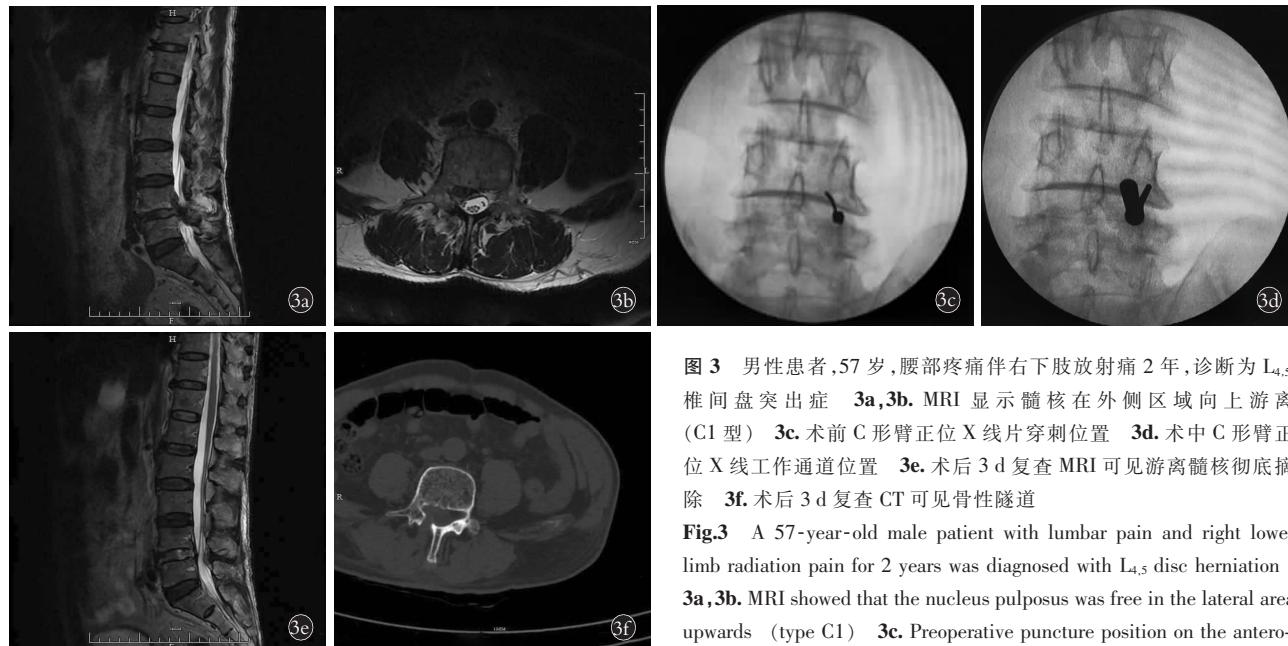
男性患者, 57岁, 腰部疼痛伴右下肢放射痛 2年, 诊断为 L₄~L₅ 椎间盘突出症 3a, 3b. MRI 显示髓核在外侧区域向上游离 (C1型) 3c. 术前 C形臂正位 X线片穿刺位置 3d. 术中 C形臂正位 X线工作通道位置 3e. 术后 3 d 复查 MRI 可见游离髓核彻底摘除 3f. 术后 3 d 复查 CT 可见骨性隧道
